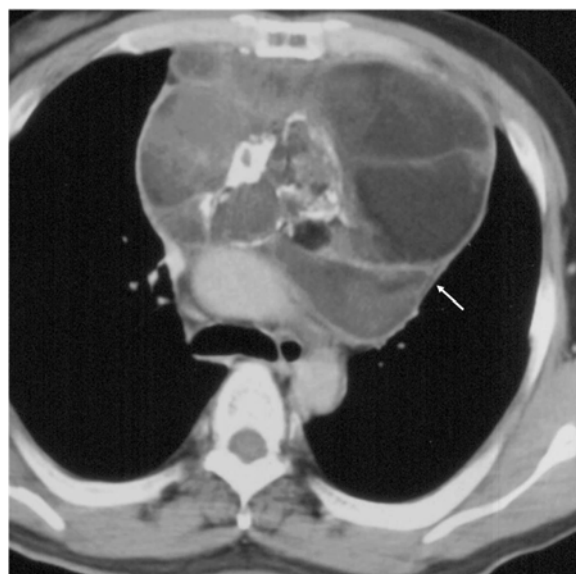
Teratoma in the anterior mediastinum. Chest CT shows a huge mass (arrow) anterior to the ascending aorta. The mass contains areas of calcification, water, fat, and soft tissue attenuation.
